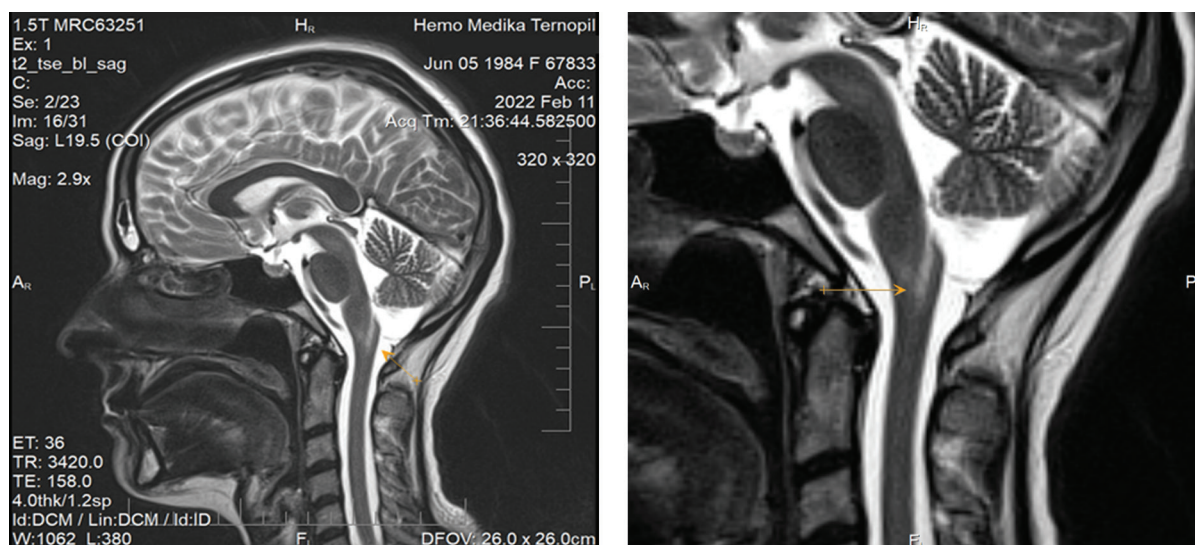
МРТ-картина (сагітальний зріз)
